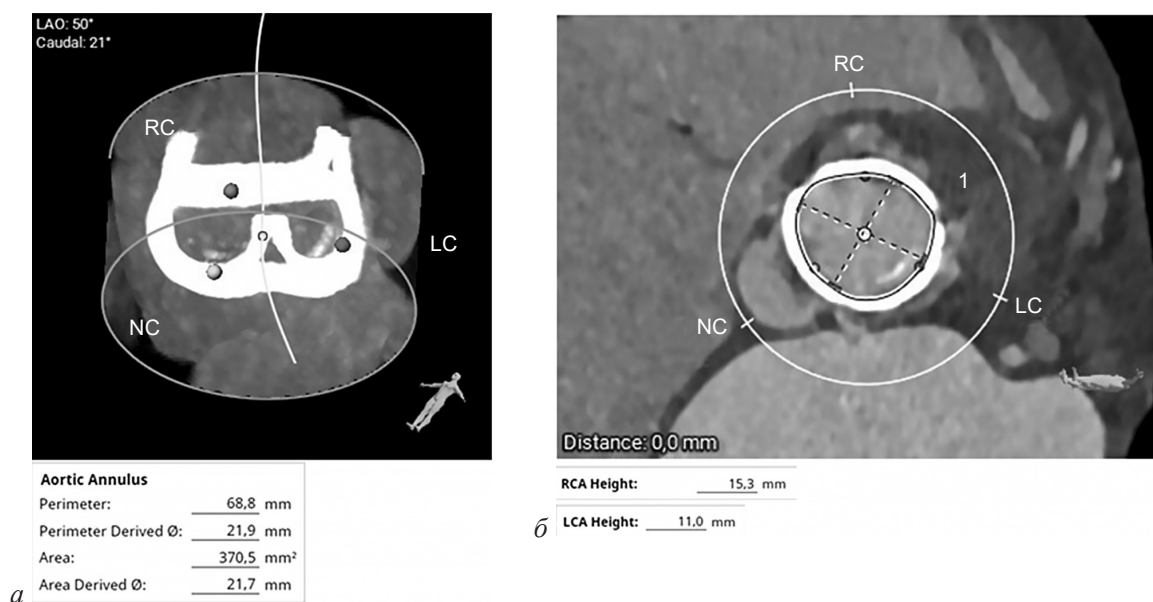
МСКТ сердца. Определены диаметр кольца хирургического протеза (21,9 мм), высота отхождения левой (11,0 мм) и правой (15,3 мм) коронарных артерий:
